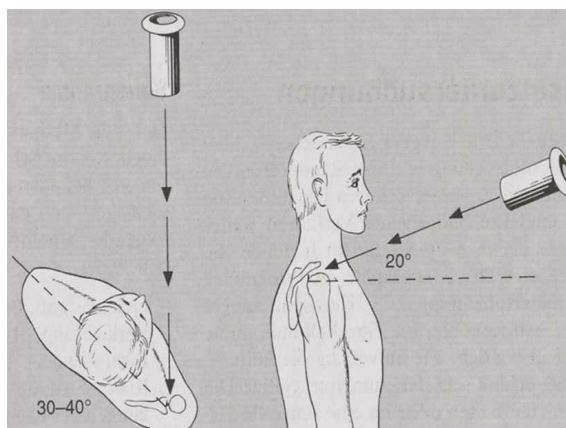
Anterior-posteriore Projektion der konventionellen Röntgenaufnahme (Debrunner H.U.; Hepp W.R.; 2004)
